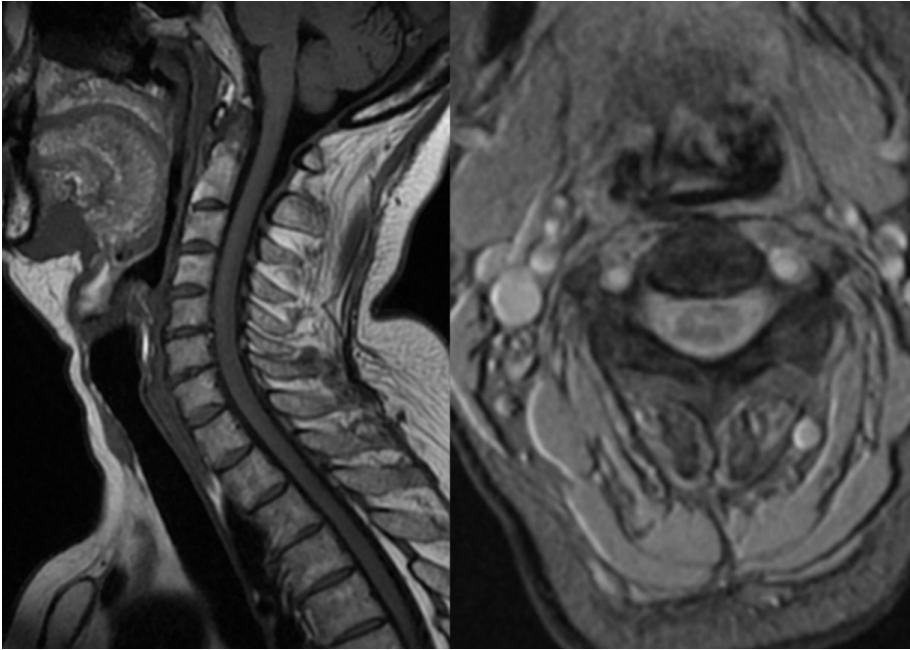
RM cervical control. Izquierda sagital T1. Resolución del hematoma visible en estudio previo.
